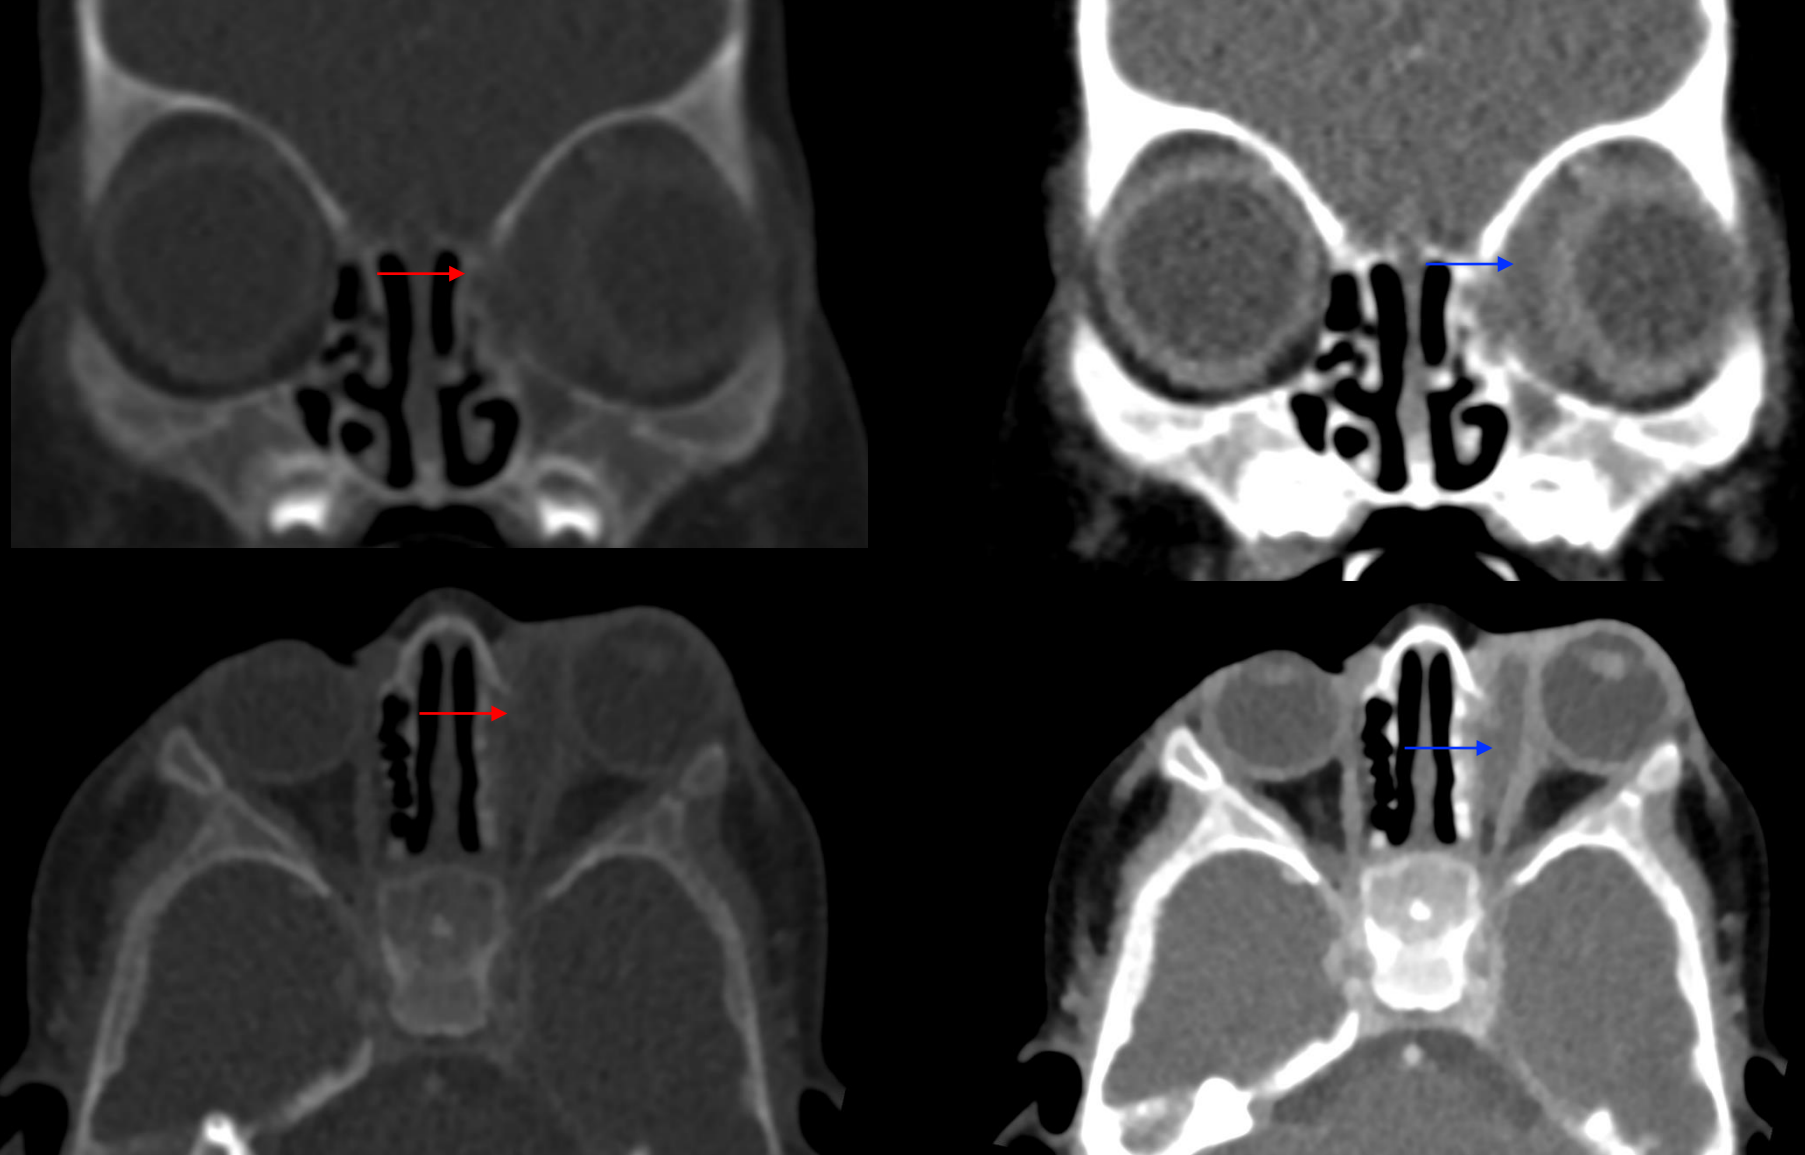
Cortes coronales y axiales de TC orbitaria con contraste, con reconstrucción ósea y de tejidos blandos. Flechas rojas: osteólisis de lámina papirácea. Flechas azules: colección subperióstica en cara interna de órbita izquierda.
